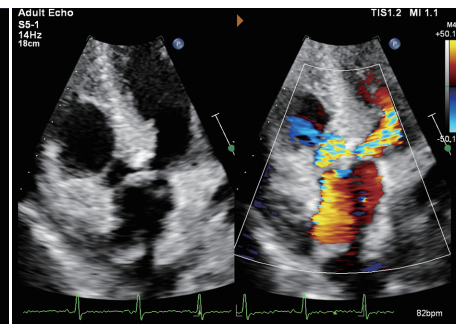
超声心动图示主动脉瓣周脓肿贯通主动脉与左室流出道
